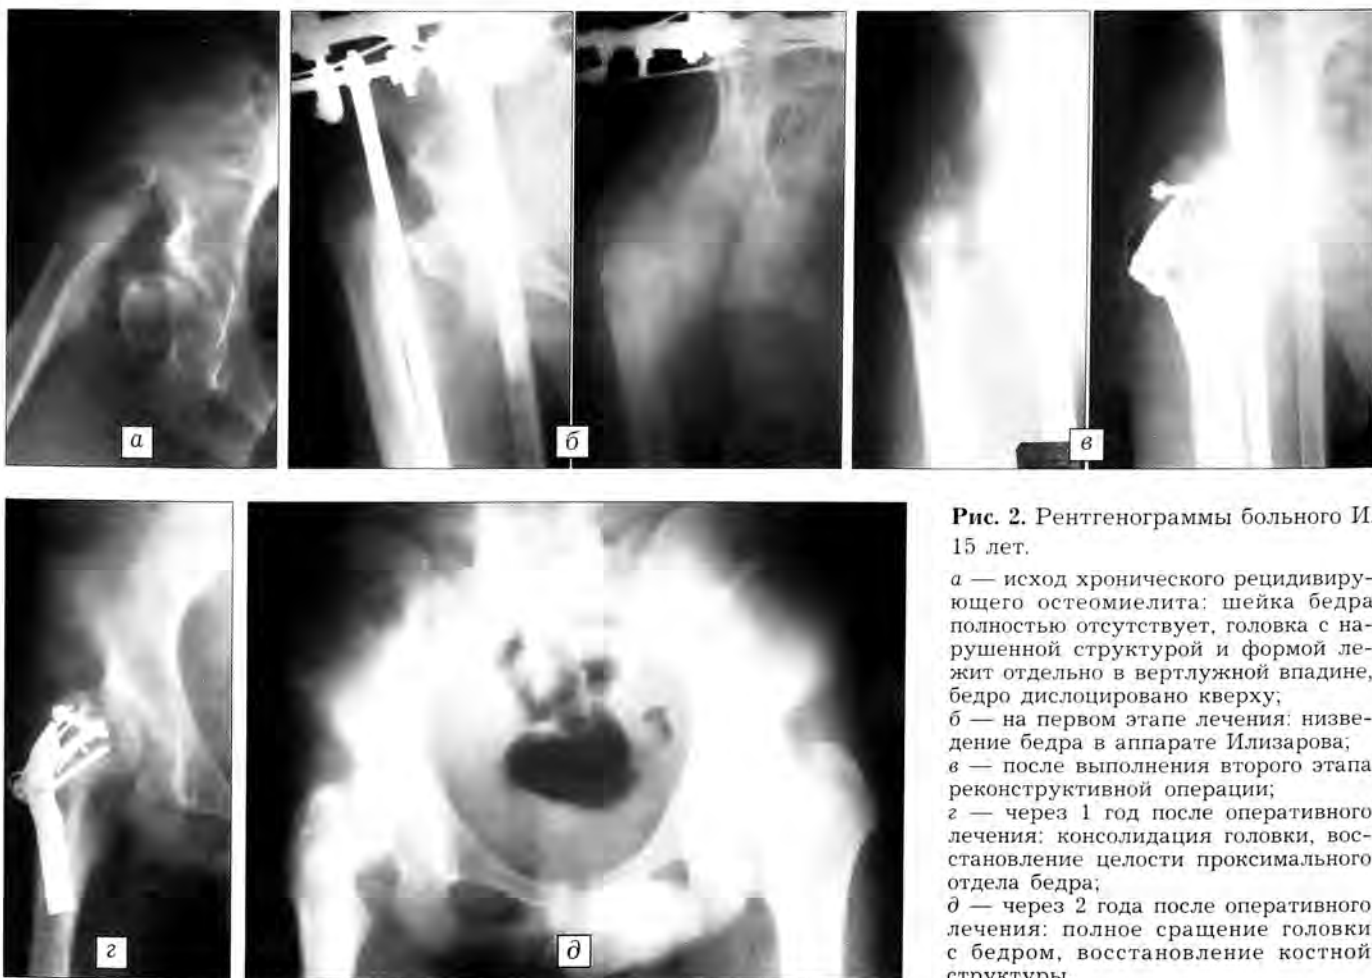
Рентгенограммы больного И. 15 лет.
